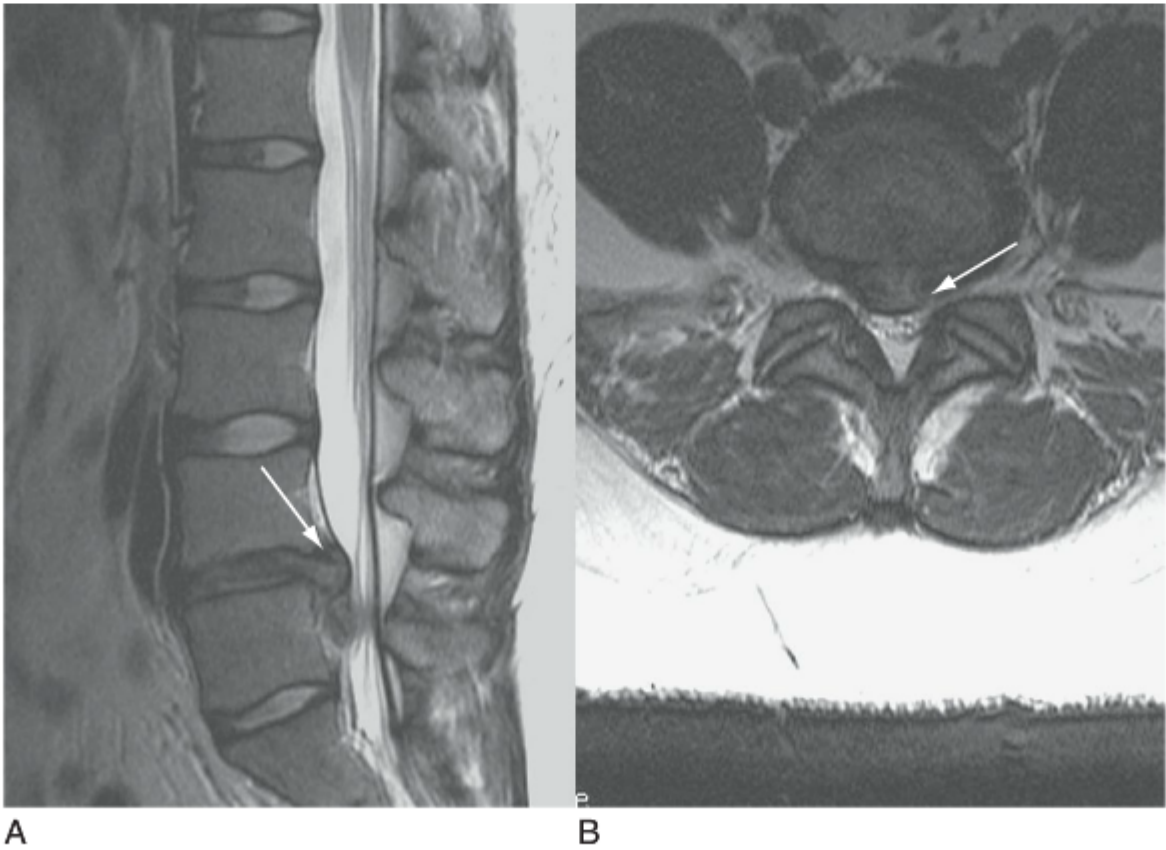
A, Exame com RM sagital ponderada em T2 revelando um fragmento de disco lombar herniado (seta) ao nível de L4-L5. B, RM axial ponderada em T2 revelando o mesmo fragmento (seta) comprimindo o saco dural.
